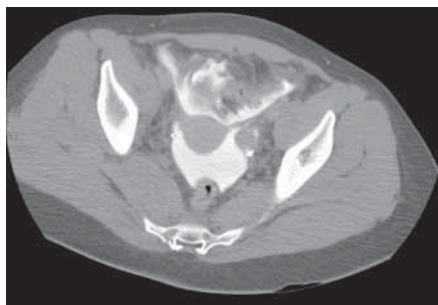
Травматический разрыв мочевого пузыря. КТ-цистография показывает интраперитонеальный разрыв и гематому в просвете мочевого пузыря.
